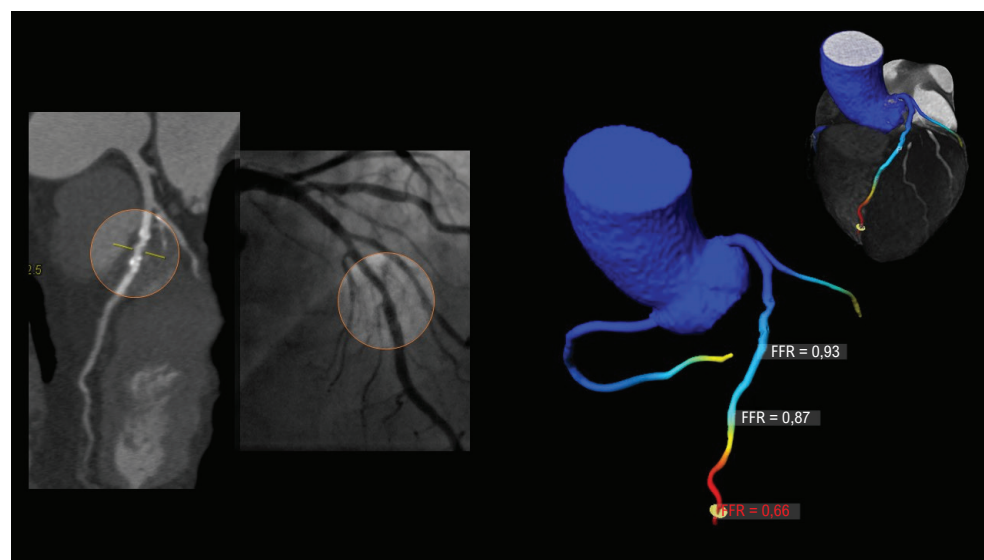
Paciente masculino, 82 anos, com aterosclerose em terço médio da artéria DA, sem causar reduções lumenais significativas. Observa-se uma queda gradual da pressão ao longo do vaso, com valor da FFRct de 0,66 em seu nadir. Entretanto, seguindo as recomendações de análise da FFR-CT (1 a 2cm da lesão estenótica), os valores encontram-se dentro da faixa de normalidade (> 0,8).
